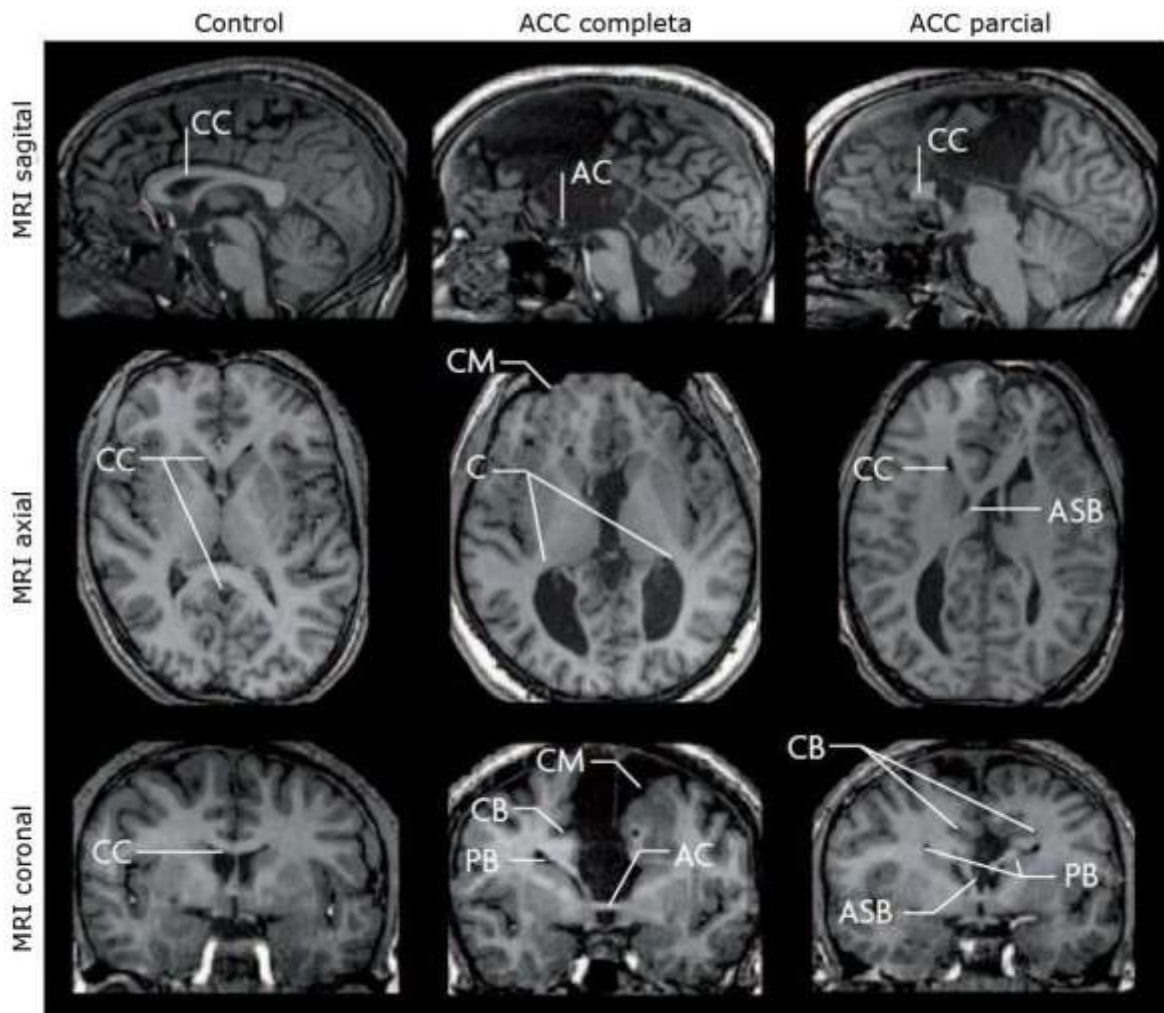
Ejemplos de allazgos neuroanatómicos en la ACC. Características neuroanatómicas de la ACC reveladas mediante imágenes de RM en tres cortes distintos y comparadas con un sujeto control. Nota: AC, comisura anterior; ASB, haz de Sigmoid anterior; C, colpocefalia; CB, haz del cíngulo; CC, cuerpo calloso; CM, malformación cortical; PB, haz de Probst. Adaptado de Paul et al. (2007).
